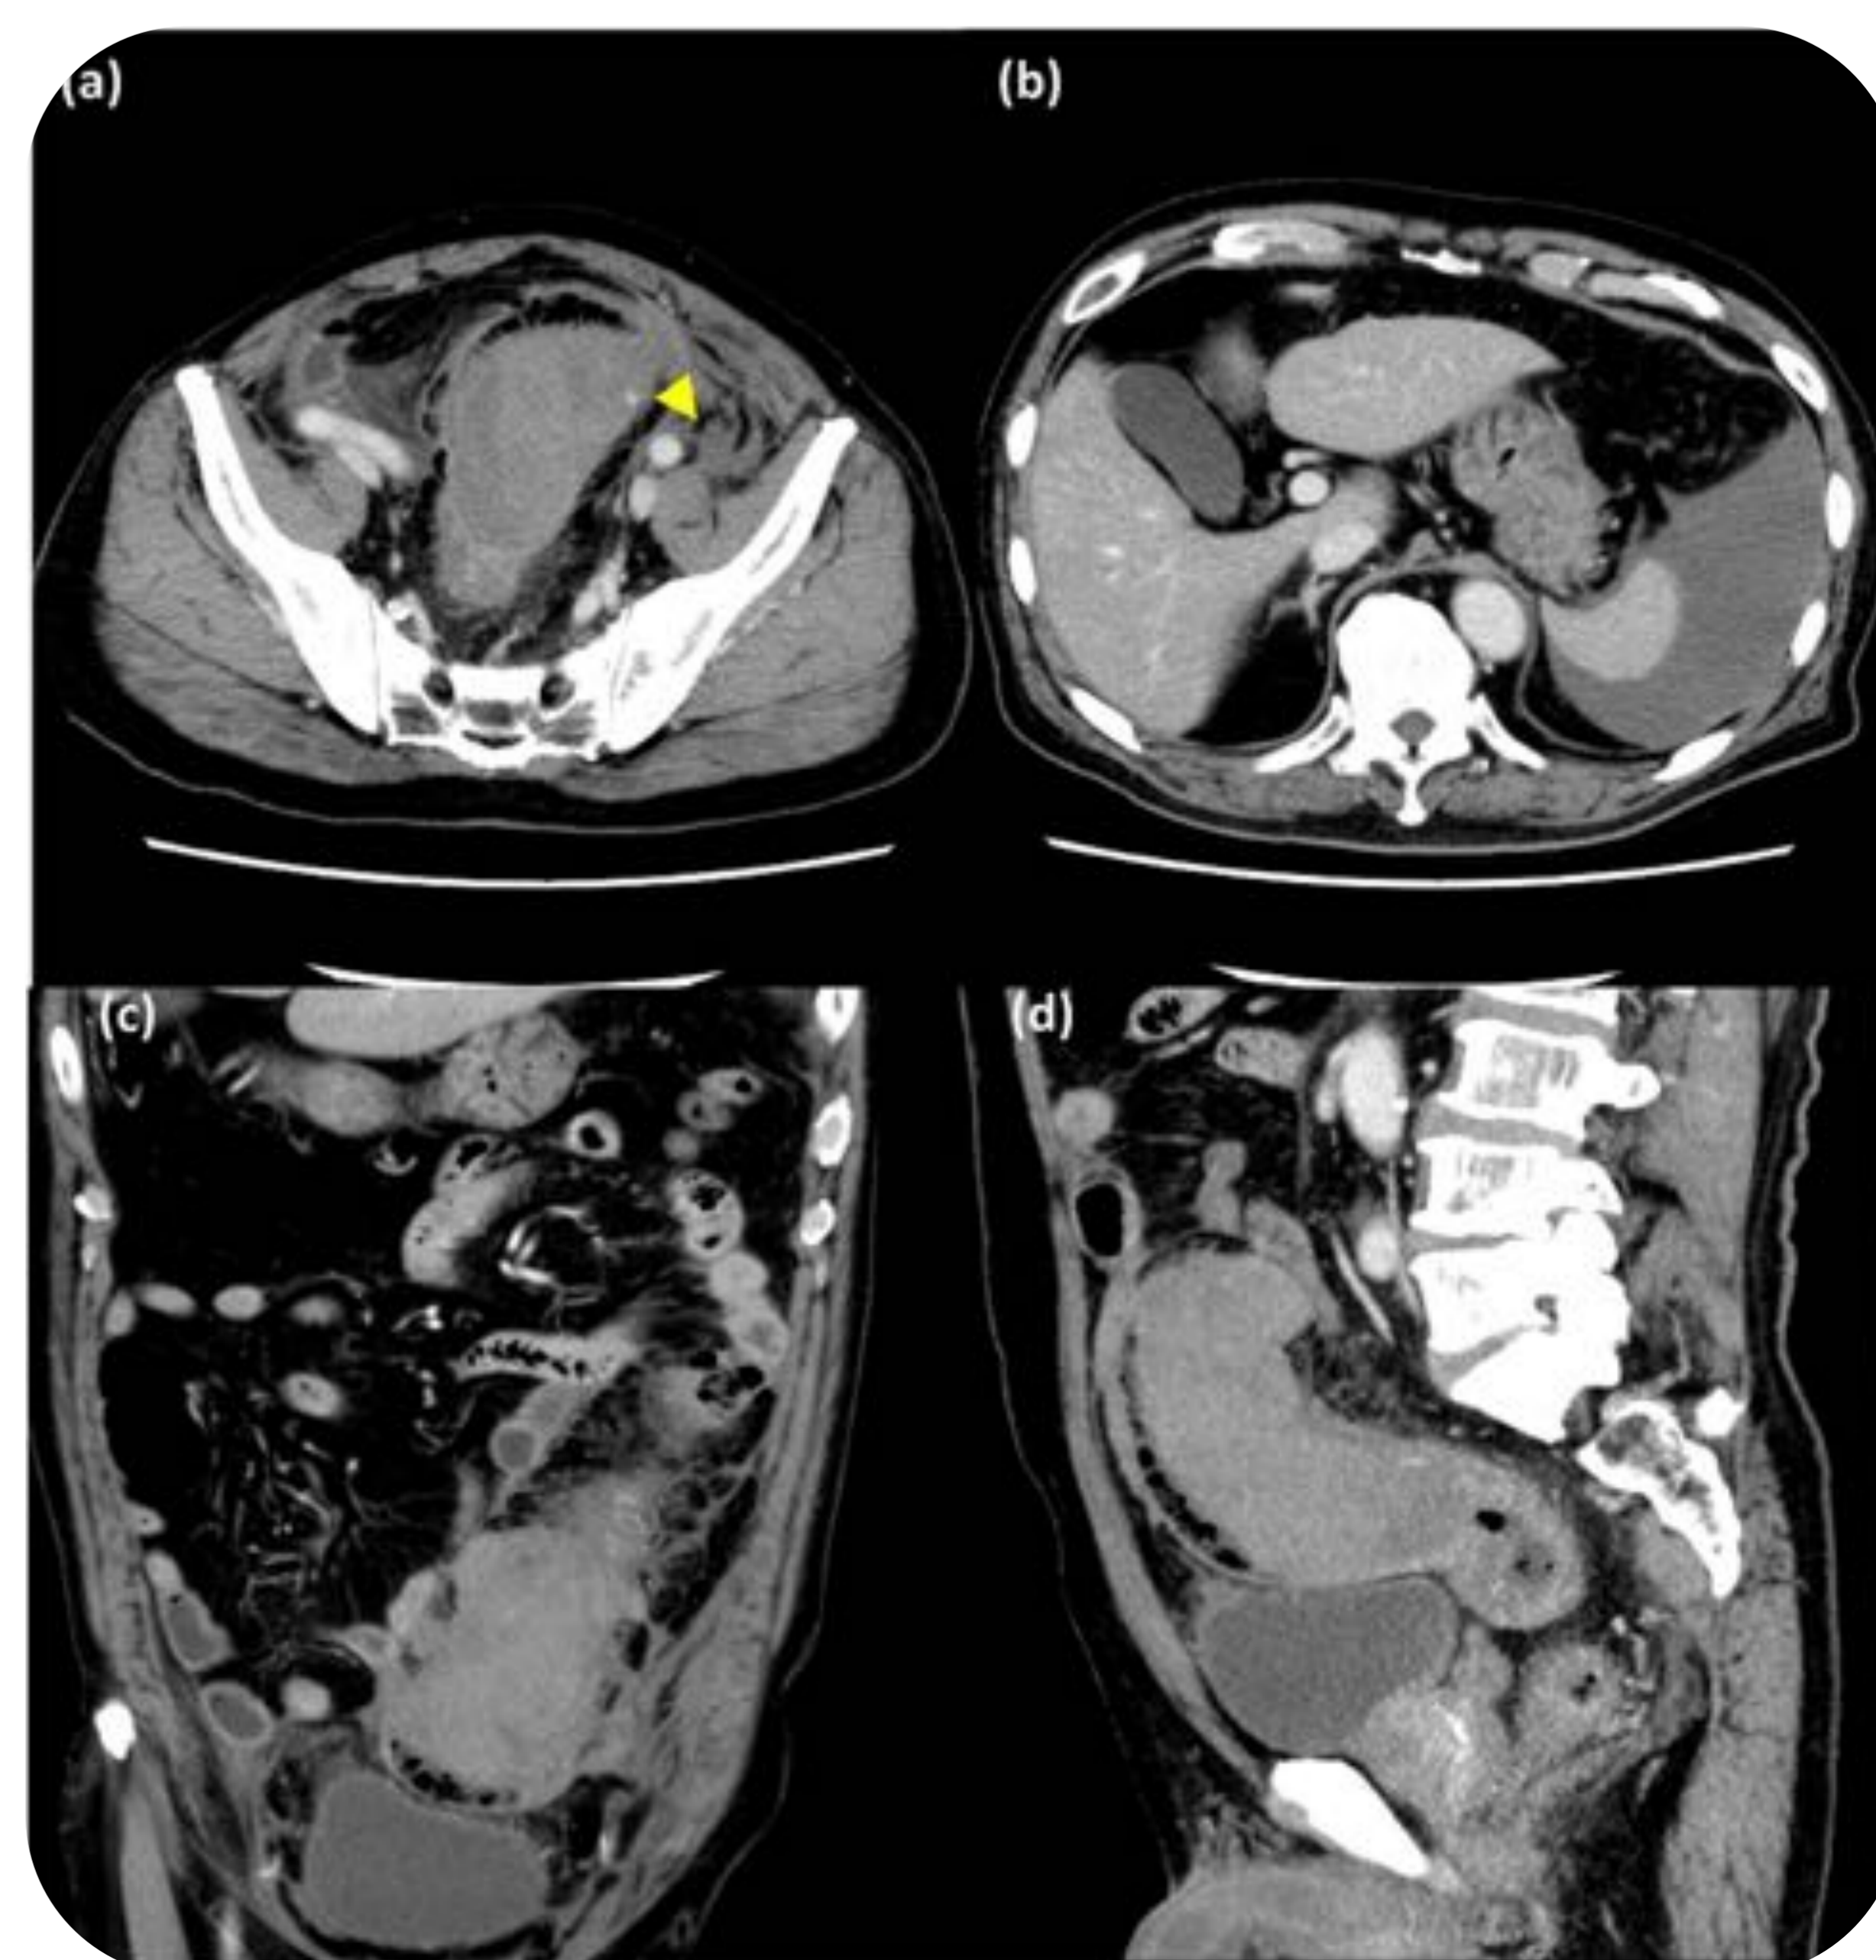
Paciente de 65 años con antecedentes de DM y en tratamiento con sintrom, que acude a urgencias por dolor abdominal difuso aunque más focalizado en FID. Analítica sin alteraciones salvo por un INR de 9. Ecografía no concluyente. TC abdominopélvico con contraste iv. muestra un engrosamiento de la pared del íleon terminal de unos 10 cm de longitud. Tras corregir el trastorno de la coagulación mediante plasma fresco congelado y vitamina K, los síntomas desaparecieron el segundo día.
